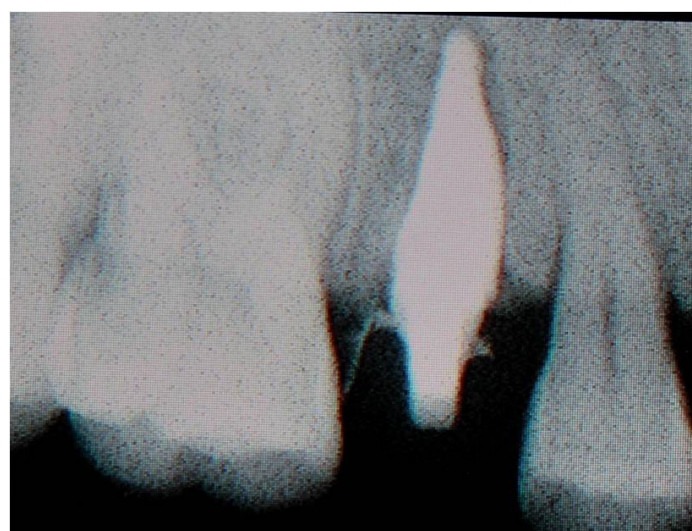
Рентгенологический контроль имплантации. Отмечается высокое соответствие формы имплантата и альвеолярной лунки
